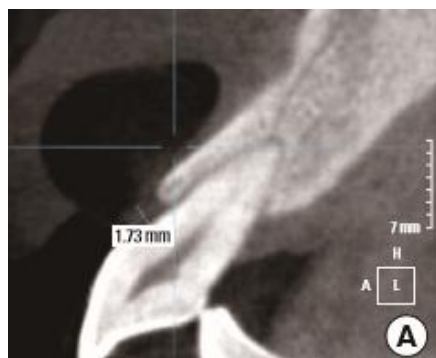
cone Beam sur 11 avec biotype épais >1,5.
